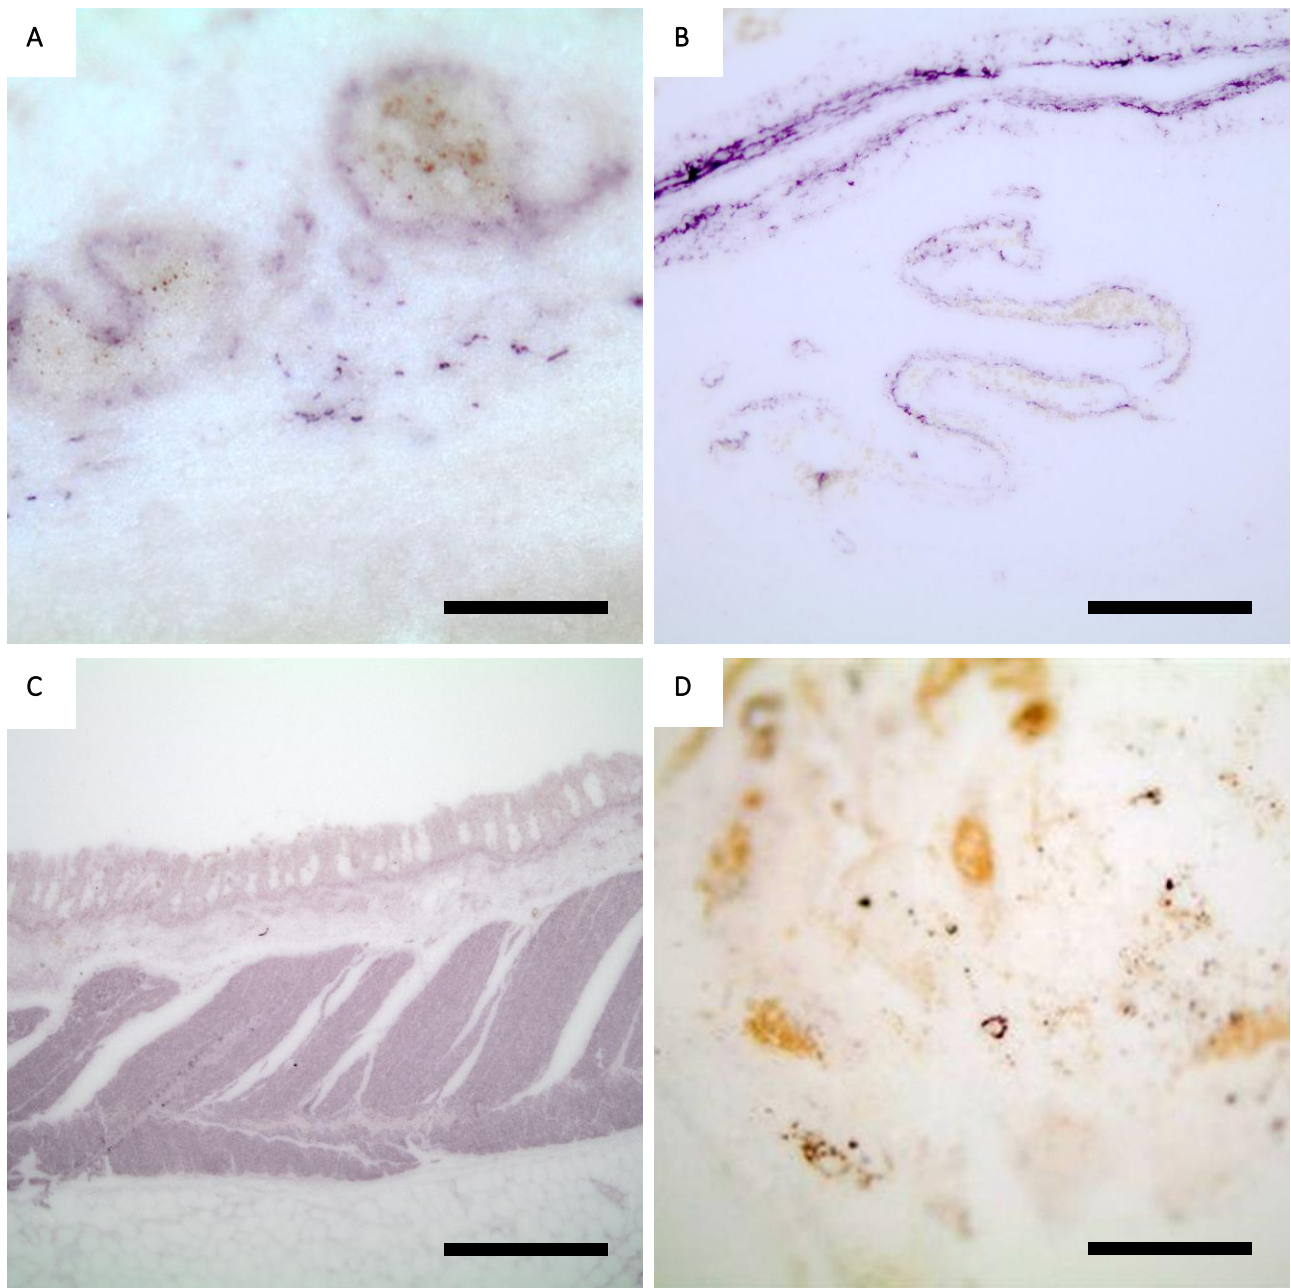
Artefakte im PET Blot können je nach Ausprägung die Auswertung erleichtern oder erschweren. 50-fache (C; Balken 400 μm), 100-fache (B und D; Balken je 200 μm) bzw. 200-fache Vergrößerung (A; Balken 100 μm). A Die „flusenartige“ Reaktivität an der Grenze zwischen Muskularis (unten) und Submukosa (oben) neben zwei submukösen Gefäßen des Ileums ist im PET Blot von immunreaktivem Plexusgewebe (vgl. auch Abbildung 24 D) nicht unterscheidbar (ALS1, pSer129 mk 1:10.000). B Intensive violette Basalmembran-reaktivität im Magen eines Kontrollfalls ist nicht mehr abgrenzbar von perivaskulären Lewy-Neuriten (AD1; pSer129 mk 1:10.000). C Während schwache Überfärbungsartefakte die Anatomie besser darstellen, führt eine zu starke Reaktion (hier: im Magen) zum Kontrastverlust zwischen physiologischem Gewebe und Immunreaktivität (PD2; LB509 1:2.000). D Gelbe Formalinschlieren und schwarzes Pigment erschweren die Suche nach Immunreaktivität, ist jedoch selbst nicht mit dieser verwechselbar. Eine Unschärfe (oben links) entsteht durch Wellung des Duodenum-Präparates (DLB5; pSer129 pk 1:10.000).
